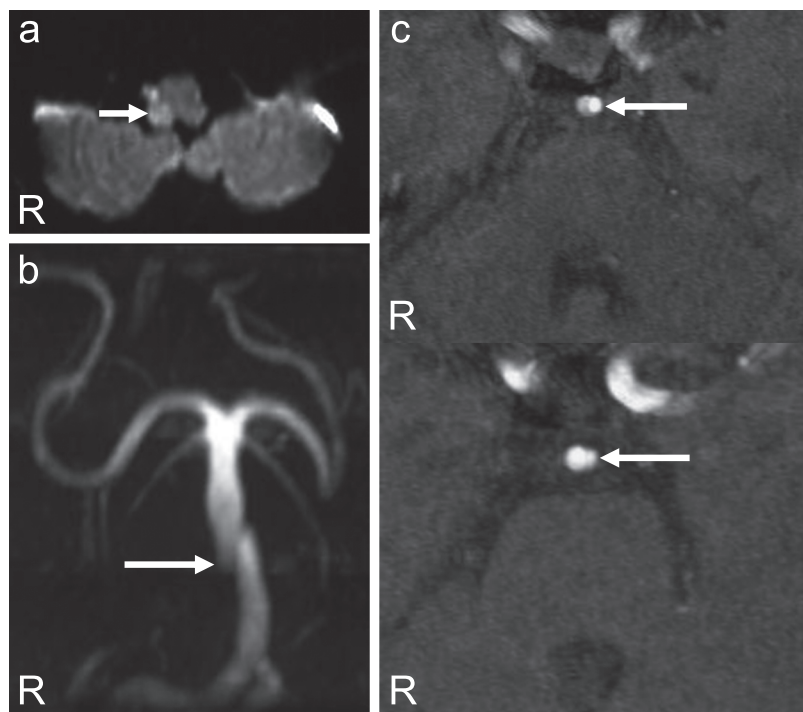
Case 2: Dissection of the right VA and basilar artery (BA). Diffusion-weighted MR image (Axial, 1.5 T; TR 3,900 ms, TE 108 ms) on day 1 showed a high-intensity area in the right lateral medulla (a). MR angiography (1.5 T; TR 29 ms, TE 7 ms) on day 1 showed double lumen of the BA. MR time-of-flight angiography (Axial, 1.5 T; TR 25 ms, TE 6.90 ms) on day 2 showed double lumen of the BA (c).
